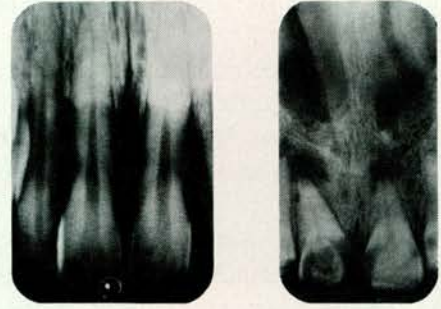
Ten gevolge van een onjuiste horizontale instelling treedt er een overlap op van de interproximale vlakken van de gebitselementen. Op bitewing-opnamen (links) kunnen daardoor carieuze laesies slecht of geheel niet meer worden waargenomen. Rechts, op peri-apicale opnamen kunnen daardoor de wortels van meer wortelige elementen sterk vertekend worden afgebeeld. Bovendien zijn op deze afbeelding, ten gevolge van het niet evenwijdig plaatsen van de rand van de film met de kauwvlakken van de gebitselementen, de kronen van de premolaren maar gedeeltelijk zichtbaar.
